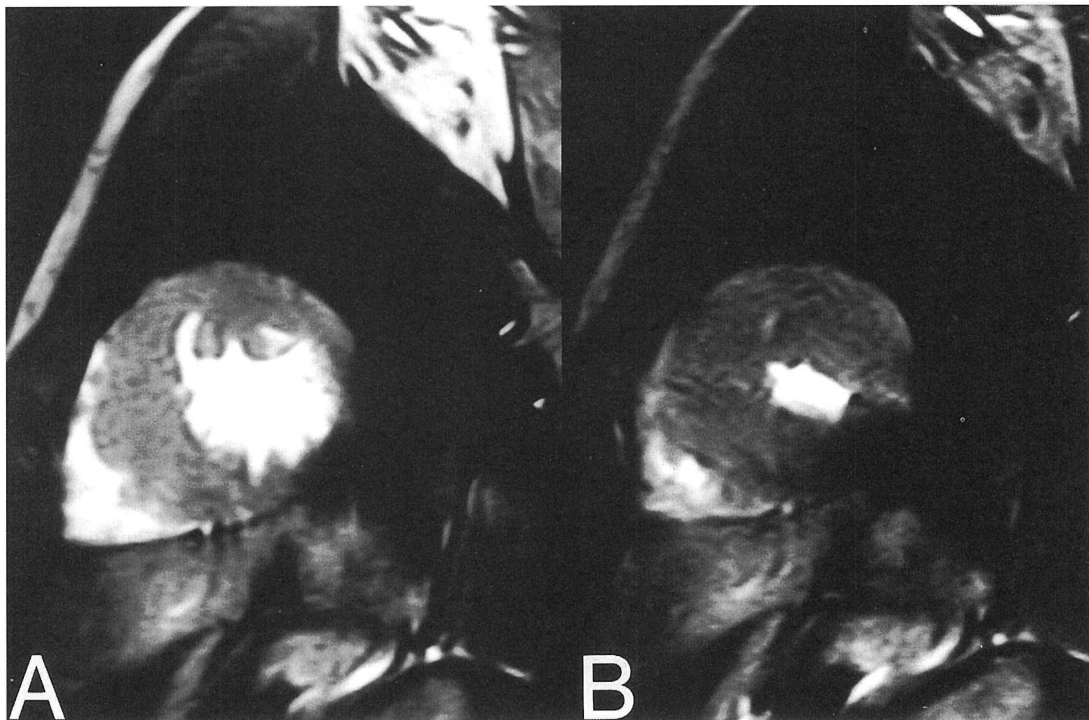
Short-axis MR images of the ventricle in a patient with HCM obtained with a cine-MR sequence. (A) End-diastolic image. (B) End-systolic image.
